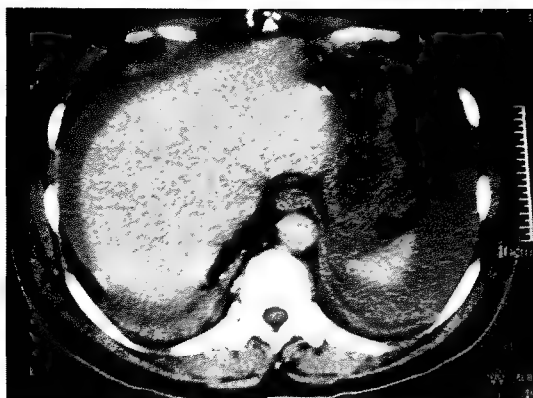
Hemoperitoneu fără leziune de organ solid la examenul CT prin desirare epiploică diagnosticată laparoscopic.
